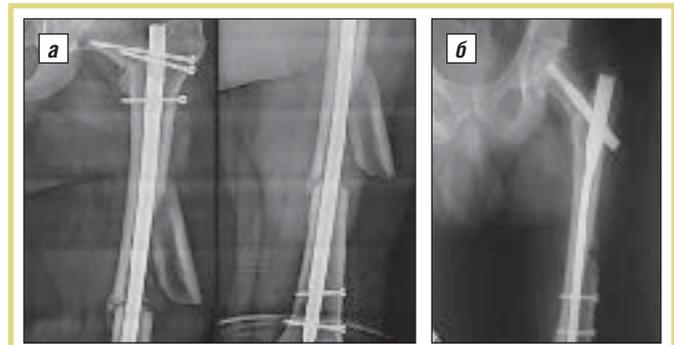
Рентгенограммы пациента А.: а – при поступлении; б – после операции
